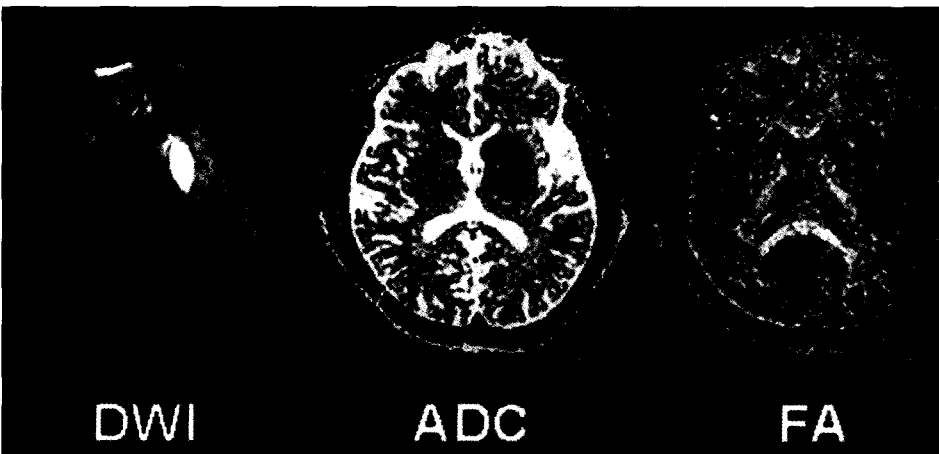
A 38-year-old male with left MCA infarction. Diffusion weighted imaging (DWI) shows acute infarction in left basal ganglia with decreased isotropic apparent diffusion coefficient (ADC). Infarction is not conspicuous on fractional anisotropy (FA) map because of the nature of low anisotropy of normal deep gray matter.
